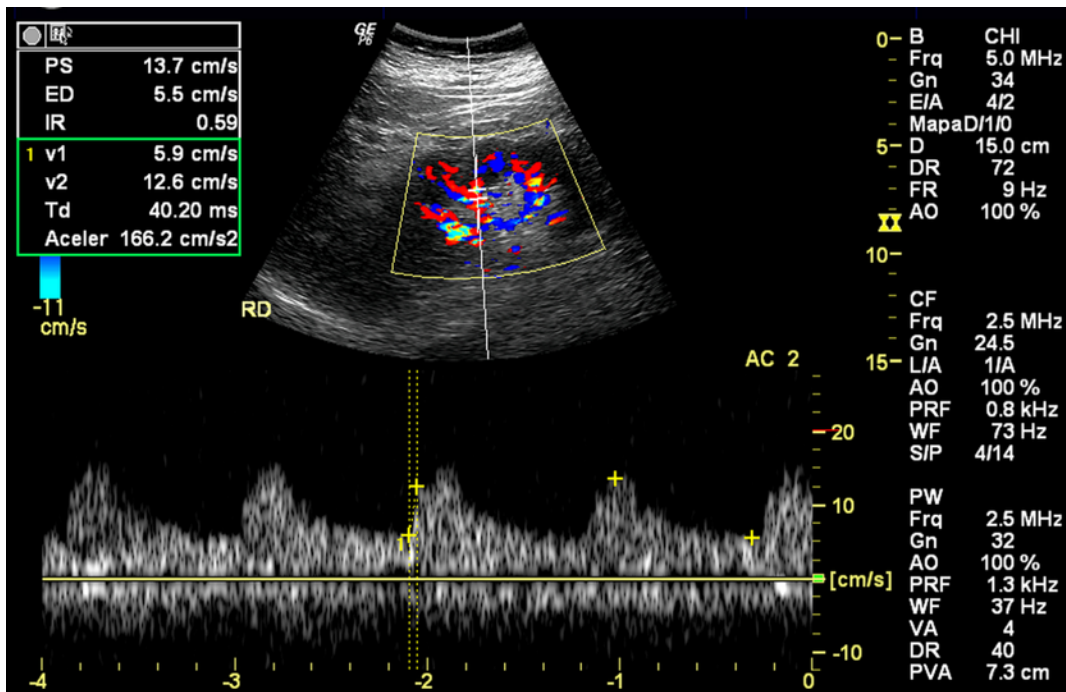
Modo Doppler colorido e pulsado de artéria segmentar no corte longitudinal (plano coronal)
